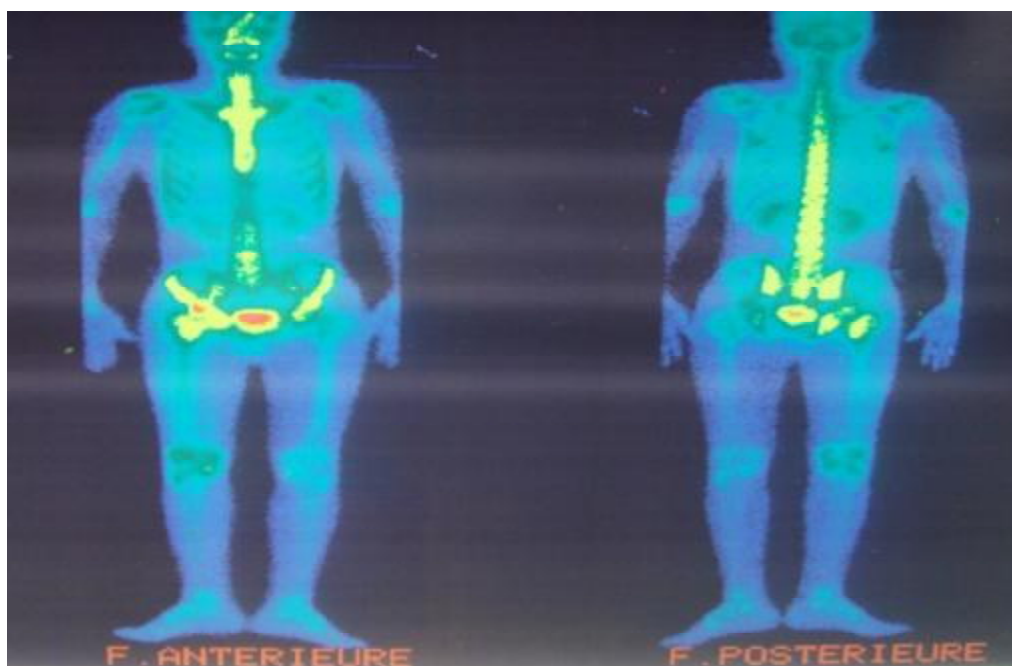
Bilan pré-opératoire: scintigraphie osseuse
